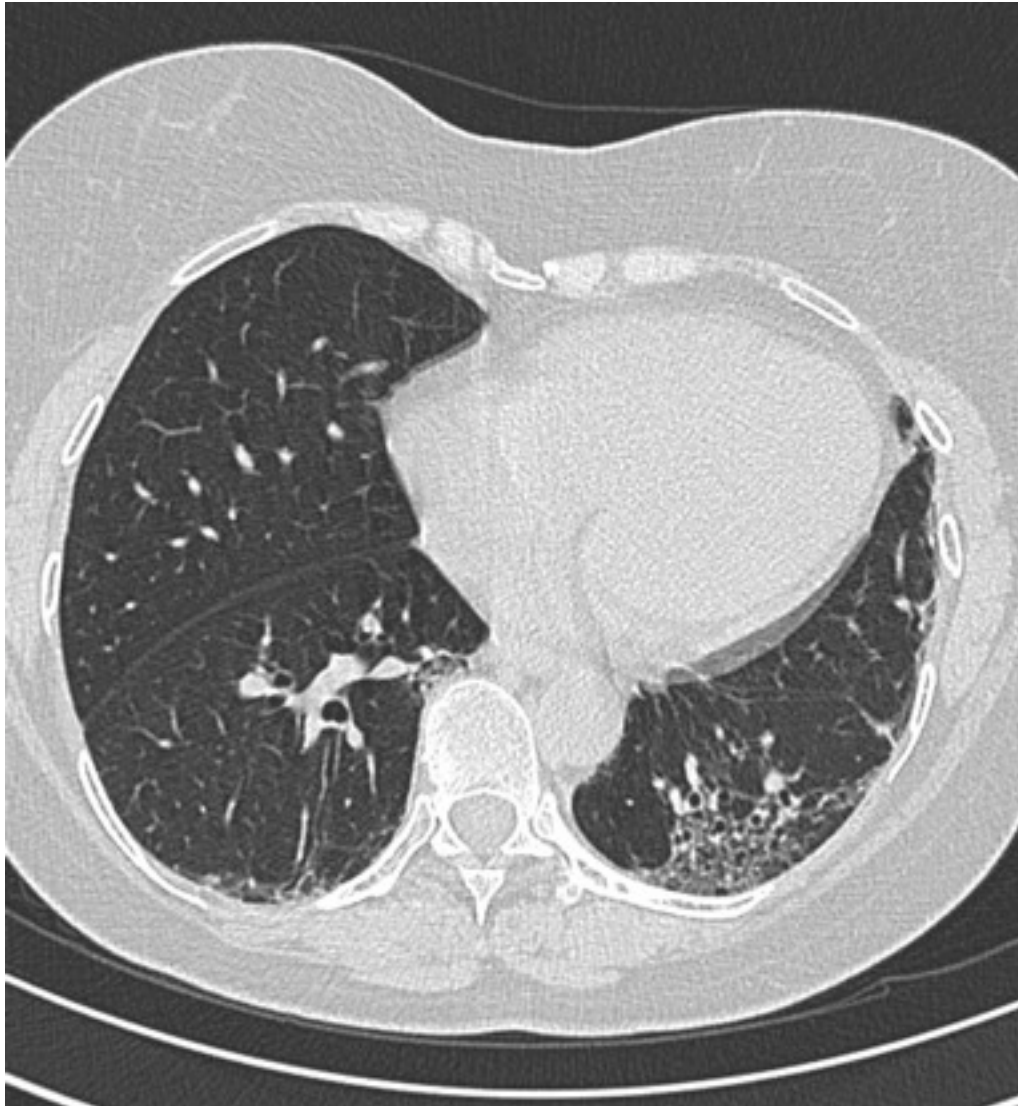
La scansione HRCT mostra aree di attenuazione a densità ground glass.
